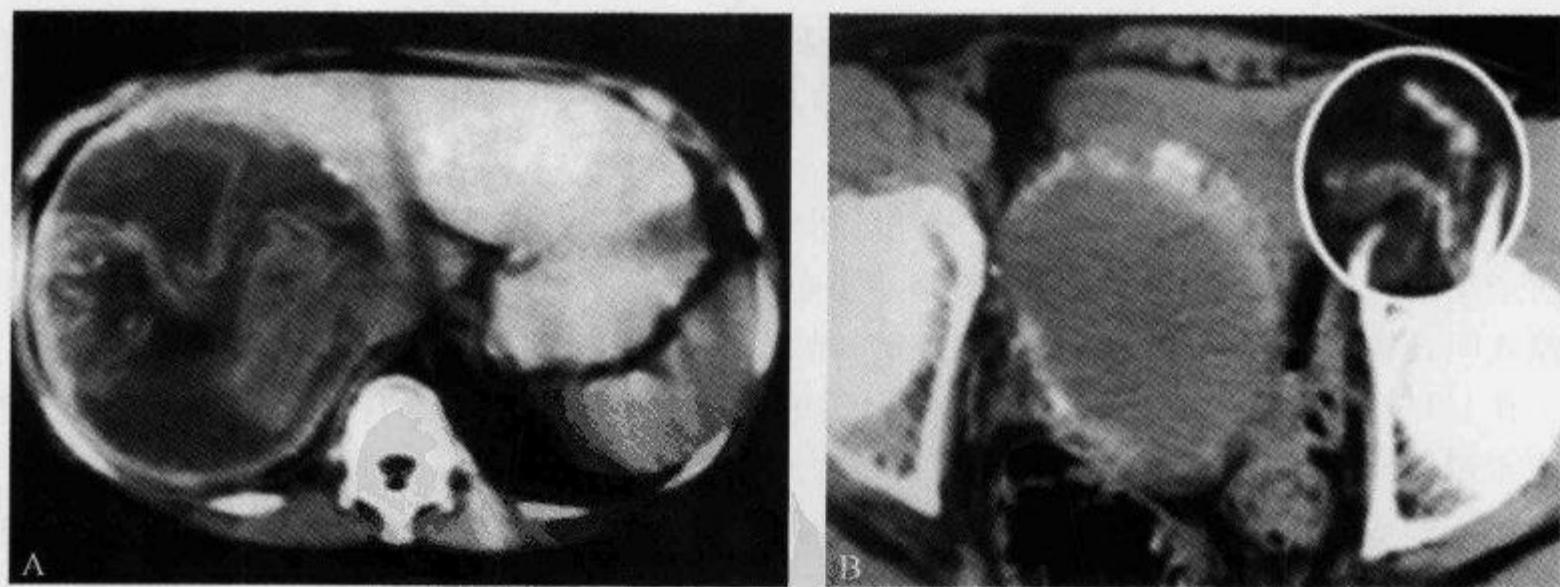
CT 扫描示“飘带征”及“钙化性网状外壳征”
